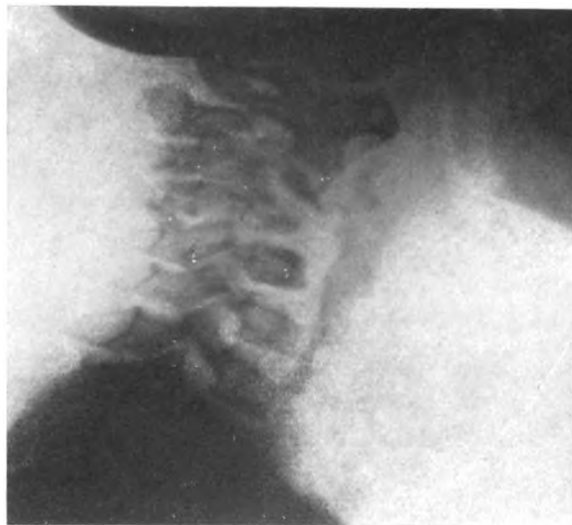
F... Mal de Pott C5, C4, C3, datant d'un an et demi. Sur la radiographie le refoulement est très net. En plus, on voit, comme sur la radiographie précédente, l'ombre des parties crétaçées de l'abcès.
